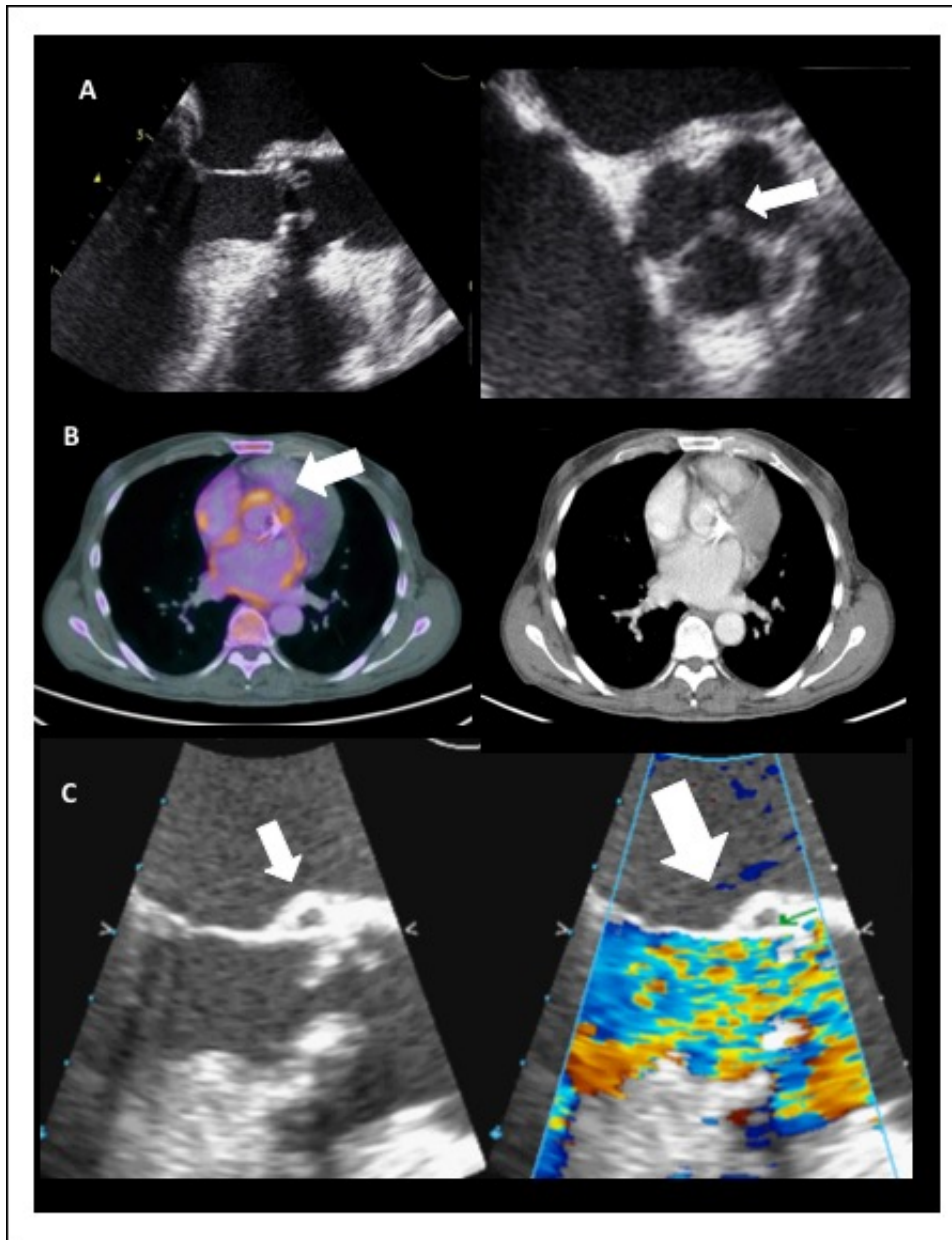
Contribución de la PET/TC en la sospecha de complicaciones perianulares en endocarditis sobre válvulas nativas.
